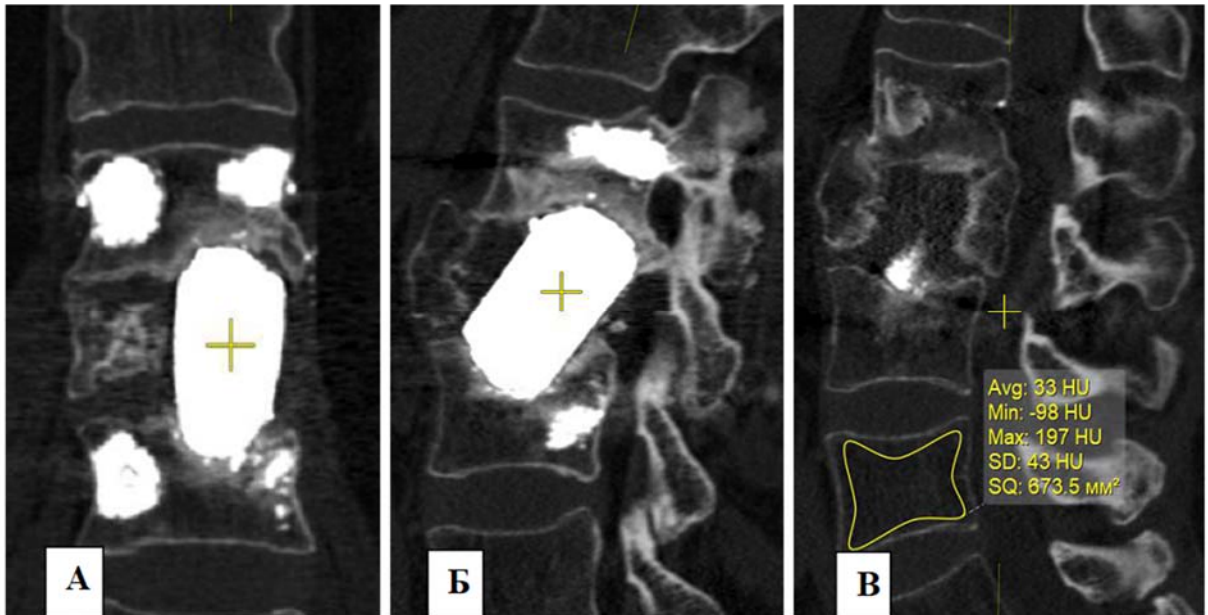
Контрольные КТ после ревизионного вмешательства с замещением дефекта и аугментацией аллокостью: КТ во фронтальной проекции (А), в сагиттальной проекции (Б), в сагиттальной проекции парамедианно (В)
